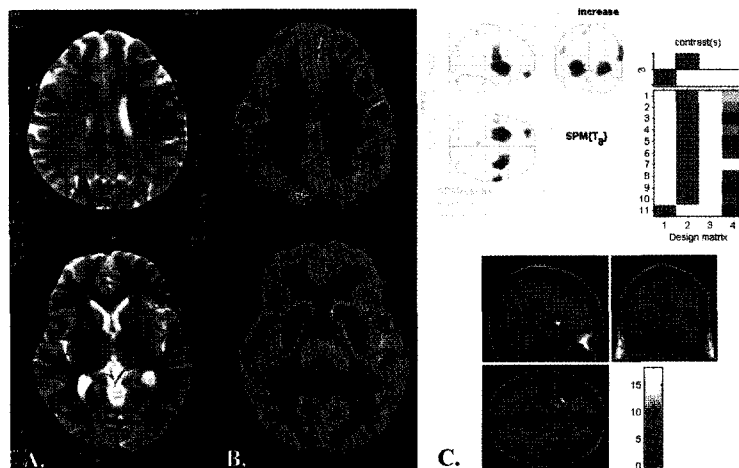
(A) T2-weighted MR image at admission shows no abnormal finding. (B) F-18 FDG PET image and (C) SPM result image at admission reveal hypermetabolism of bilateral basal ganglia and primary motor cortex. Note focal hypometabolism of right superior parietal cortex (arrow). SPM result was obtained by comparing 10 age matched normal controls (uncorrected  $p < 0.01$ , voxel extent  $> 50$ ).
